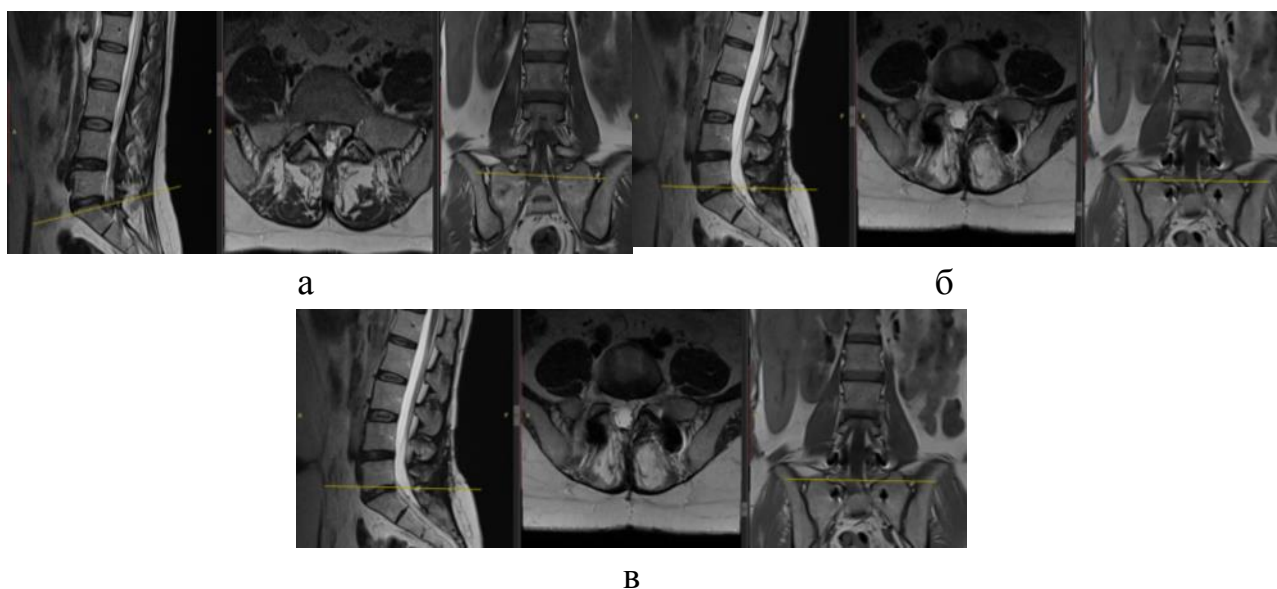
Фотовідбитки МРТ хворого О. 40 років, історія хвороби № 97304, а) до операції, рівень $L_{IV}-L_V$; б) через 6 міс. після операції, рівень $L_{IV}-L_V$; в) МРТ через 12 міс. після операції, рівень $L_{IV}-L_V$. Через рік після хірургічного лікування: міжхребцевий диск на рівні $L_{IV}-L_V$ без змін
